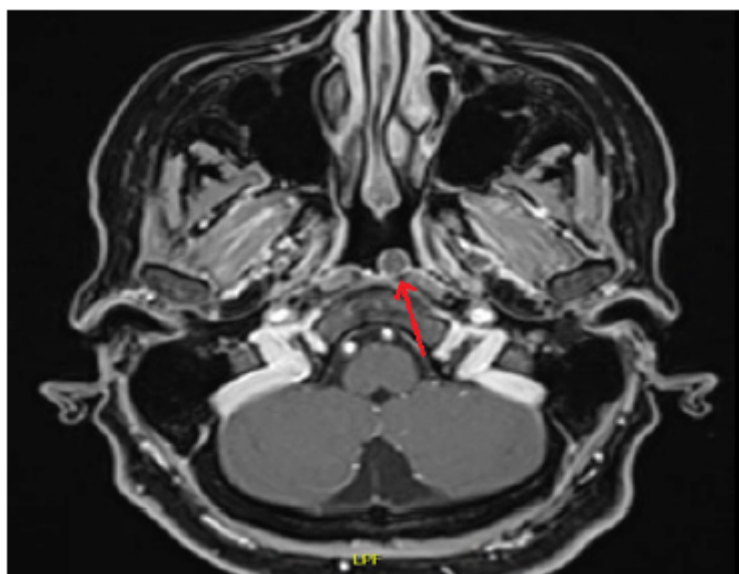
RMN T1 con contraste, tumoración en nasofaringe (flecha roja).
